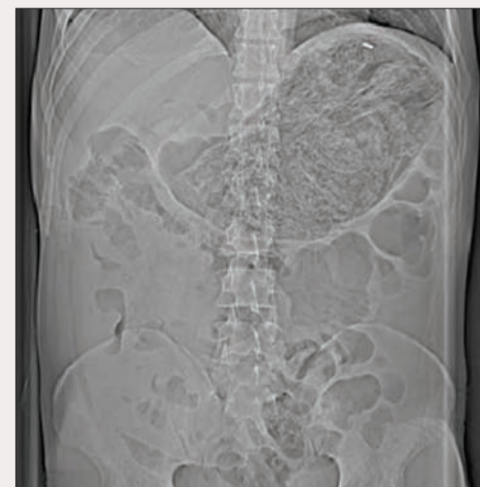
Внутрижелудочный слепок пенопласта на обзорной рентгенограмме органов брюшной полости
